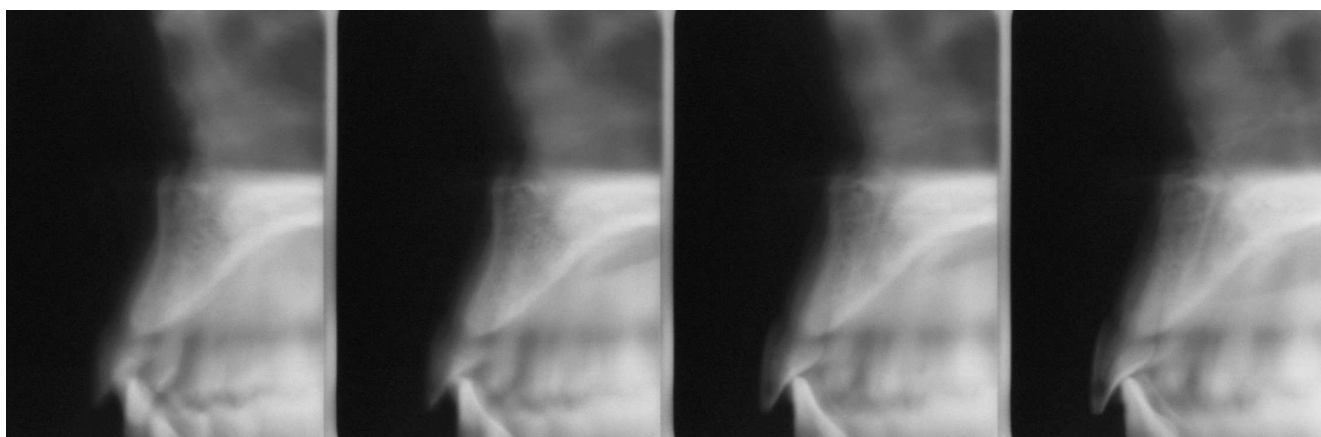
Tomografía convencional del mismo paciente para visualizar la situación preimplantológica de la región del 12. Buena visualización de las dimensiones del hueso disponible en el plano sagital y también de la relación intermaxilar.
